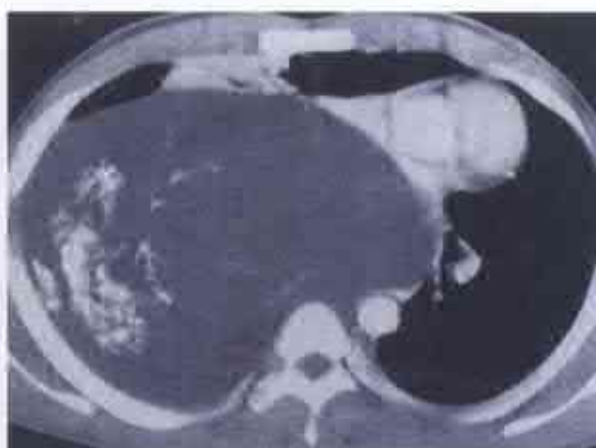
Tomografie computerizată (după Tahbaz O. et al., 2005). Formațiune tumorală a mediastinului posterior superior cu densitate caracteristică pentru masă lipomatoasă.
